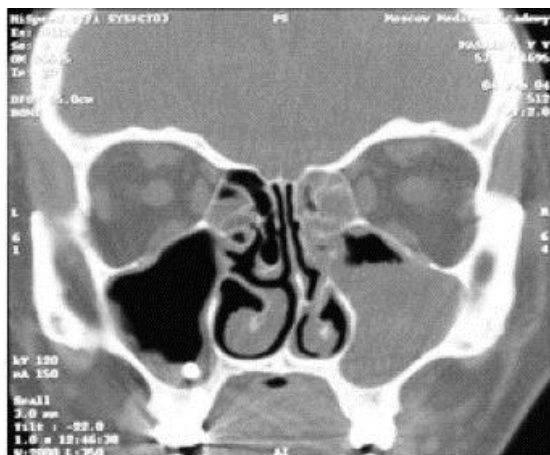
Компьютерная томография черепа, фронтальный срез. Травматический гемосинус верхнечелюстной пазухи
